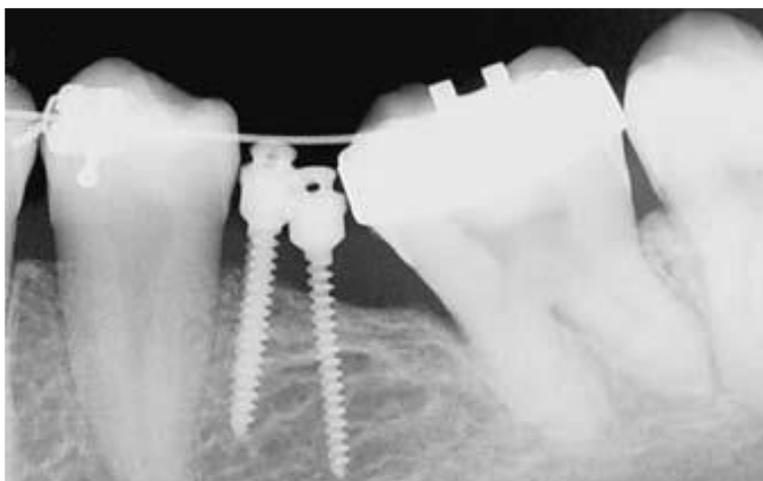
Periapical mostrando os dois mini-implantes instalados no espaço edêntulo.
